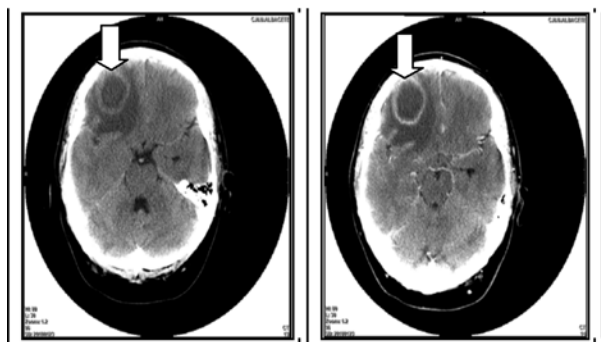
TAC cerebral sin contraste (izquierda) y con contraste intravenoso (derecha). Las flechas indican una tumoración de aspecto quístico en lóbulo frontal derecho con un importante edema vasogénico alrededor.
